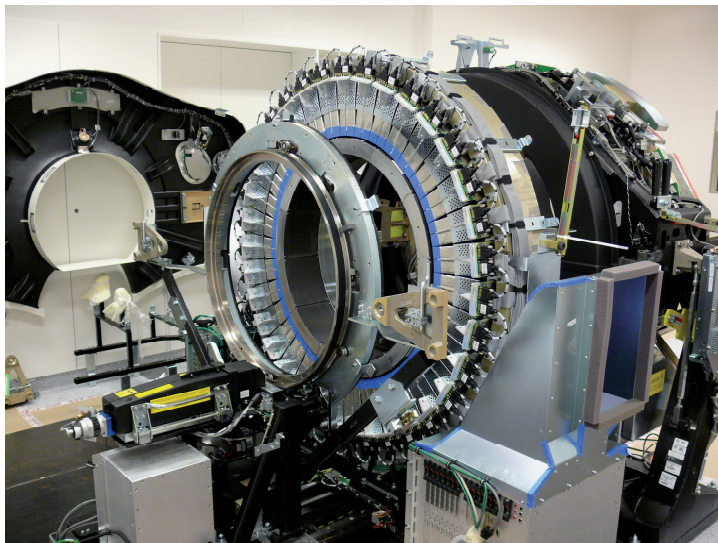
Aufbau des PET/CT-Gerätes im Jahre 2007
